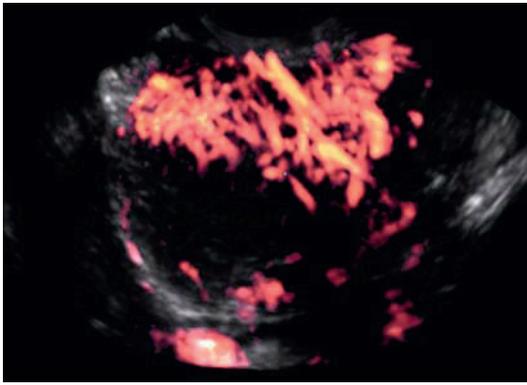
Power-Doppler. Ricostruzione tridimensionale della vascolarizzazione di un mioma uterino
